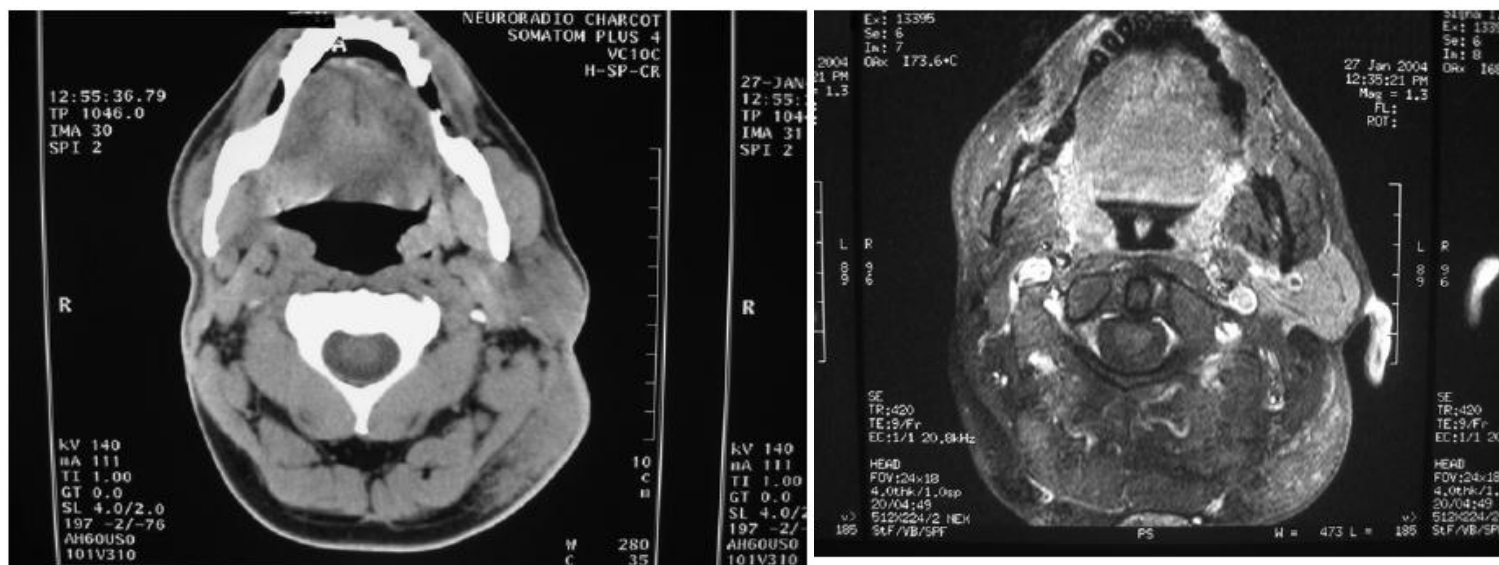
CT scan of case 2 before the third operation shows a lesion in the region of the left parotid.
